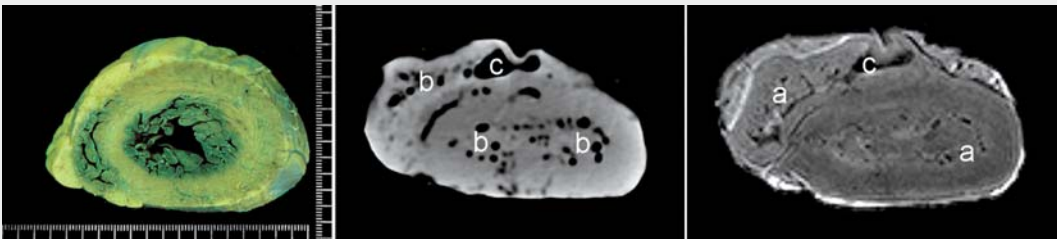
▲ Von zentral beginnende Fäulnis am fixierten Präparat, im CT mit intrakavitären Fäulnisgasblasen (b) und konfluierender Gasblase im rechten Ventrikel (c), im MRT T2-gewichtet mit gasbedingten Signalauslöschungen (a) und (c)
